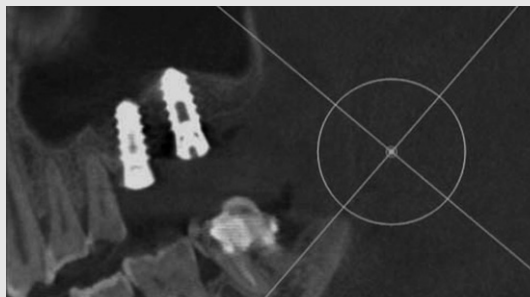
수술 후 3개월 방사선 사진. 상악동이 치유되고 골 이식이 안정화 된 모습을 보여준다.
